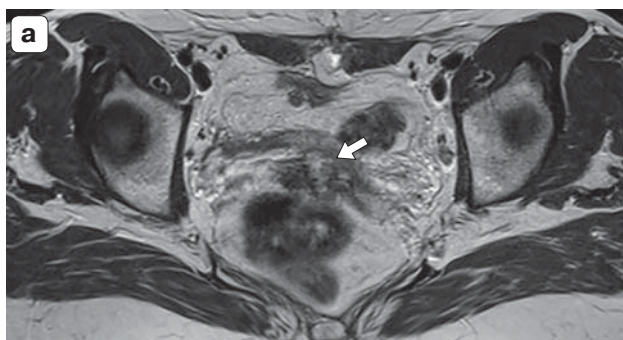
МР-томограммы воспалительного инфильтрата в куполе культи влагалища и при культевой клетчатке у пациентки после хирургического лечения рака шейки матки. а – Т2ВИ, аксиальная проекция, визуализируется утолщение стенки верхней трети влагалища с незначительной потерей ее дифференцировки (стрелка); б – Т2fatsat ВИ, аксиальная проекция; в – ДВИ, изотропное изображение в аксиальной плоскости, область ограничения диффузии в проекции культи влагалища (тонкая стрелка); г – Т1ВИ после динамического контрастного усиления, сниженное накопление парамагнетика в проекции выявленных изменений.
